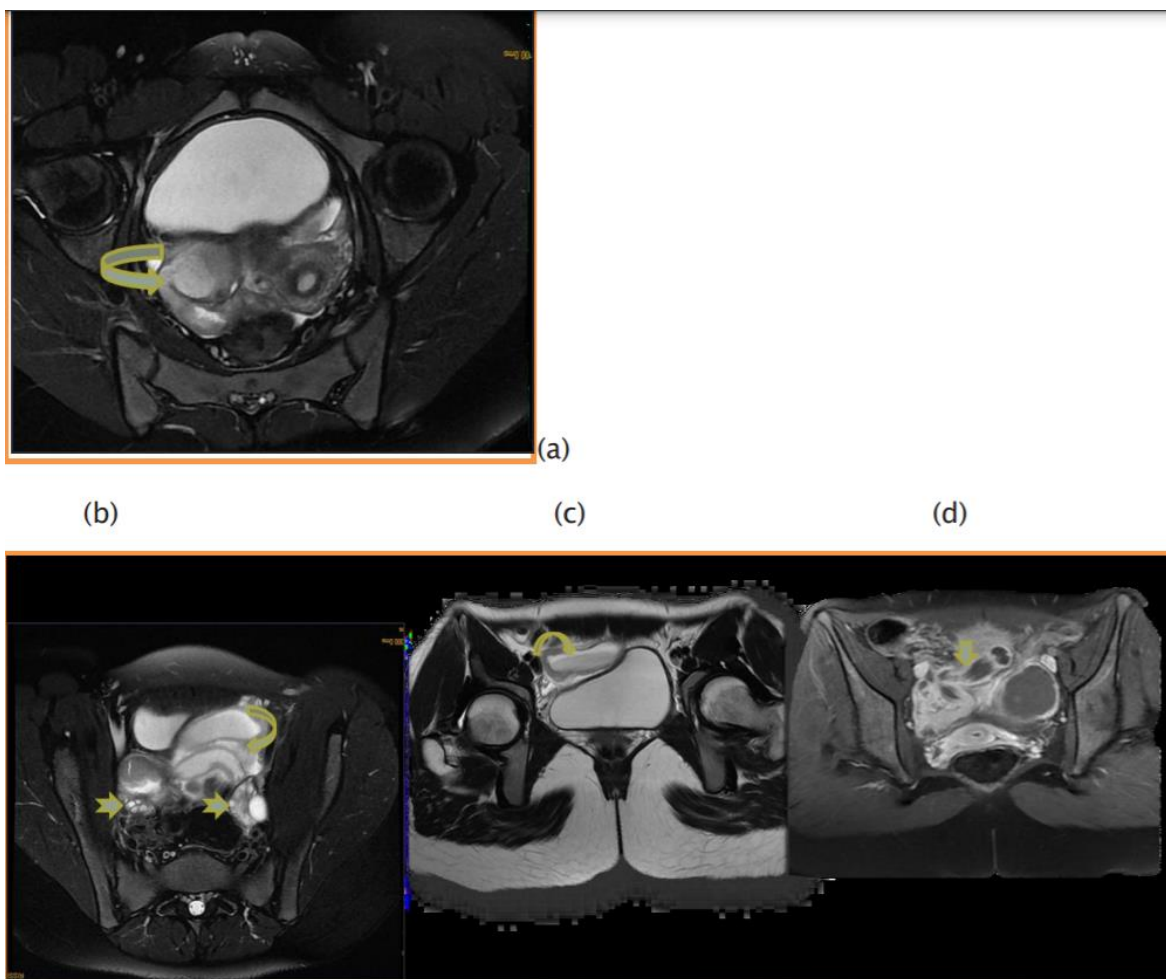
IRM pelvienne coupes axiales a, b, c : séquences T2 ; d : T1
